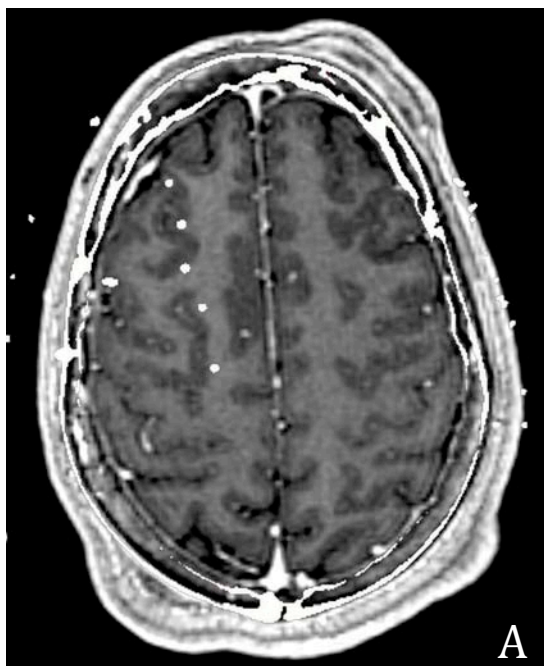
Estudio estéreo-EEG en una paciente con epilepsia frontal y RM normal. (A) RM mostrando la colocación de los electrodos profundos (puntos blancos), cada cual con 5 a 12 electrodos con 3 mm de separación entre sí. La flecha blanca indica los electrodos en los que se registra el origen de las crisis. (B) Actividad intercrítica consistente en una punta continua, un patrón característico de los trastornos de la migración neuronal. (C) Se registra una crisis perfectamente localizada sobre los mismo electrodos. La zona identificada fue resecada, la anatomía patológica reveló una displasia oculta, y el paciente permanece libre de crisis desde entonces (seguimiento de 2 años).
